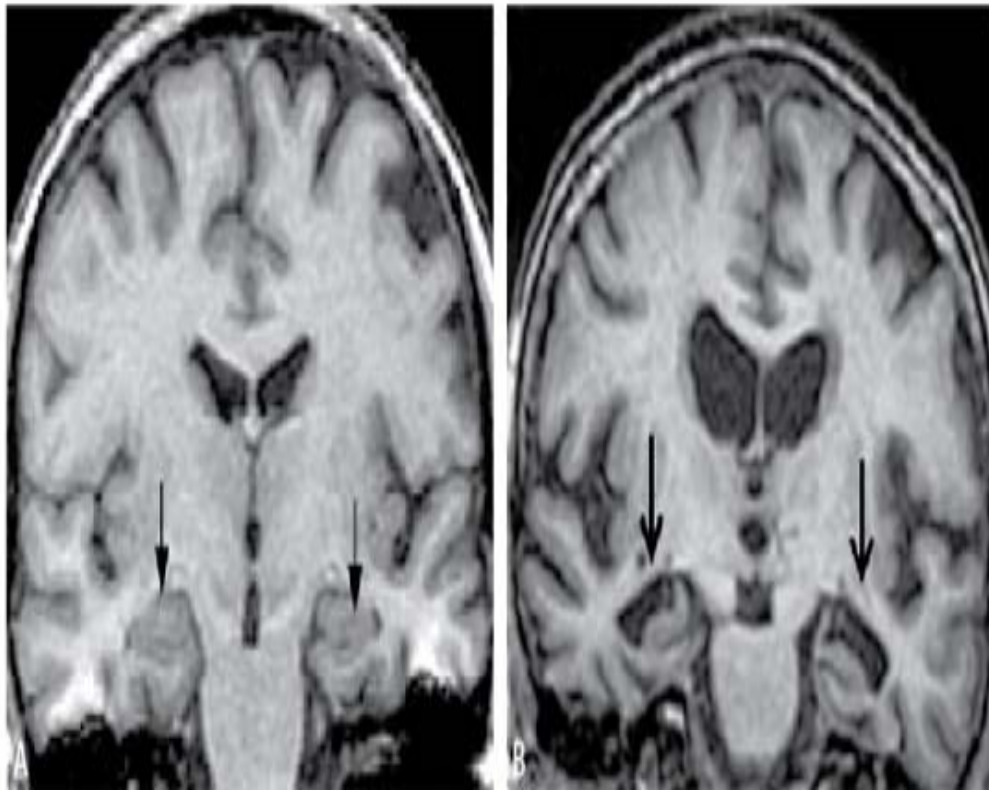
IRM encéphalique, séquence T1 en coupe coronale chez un autre patient atteint de MA qui montre une atrophie temporale interne
